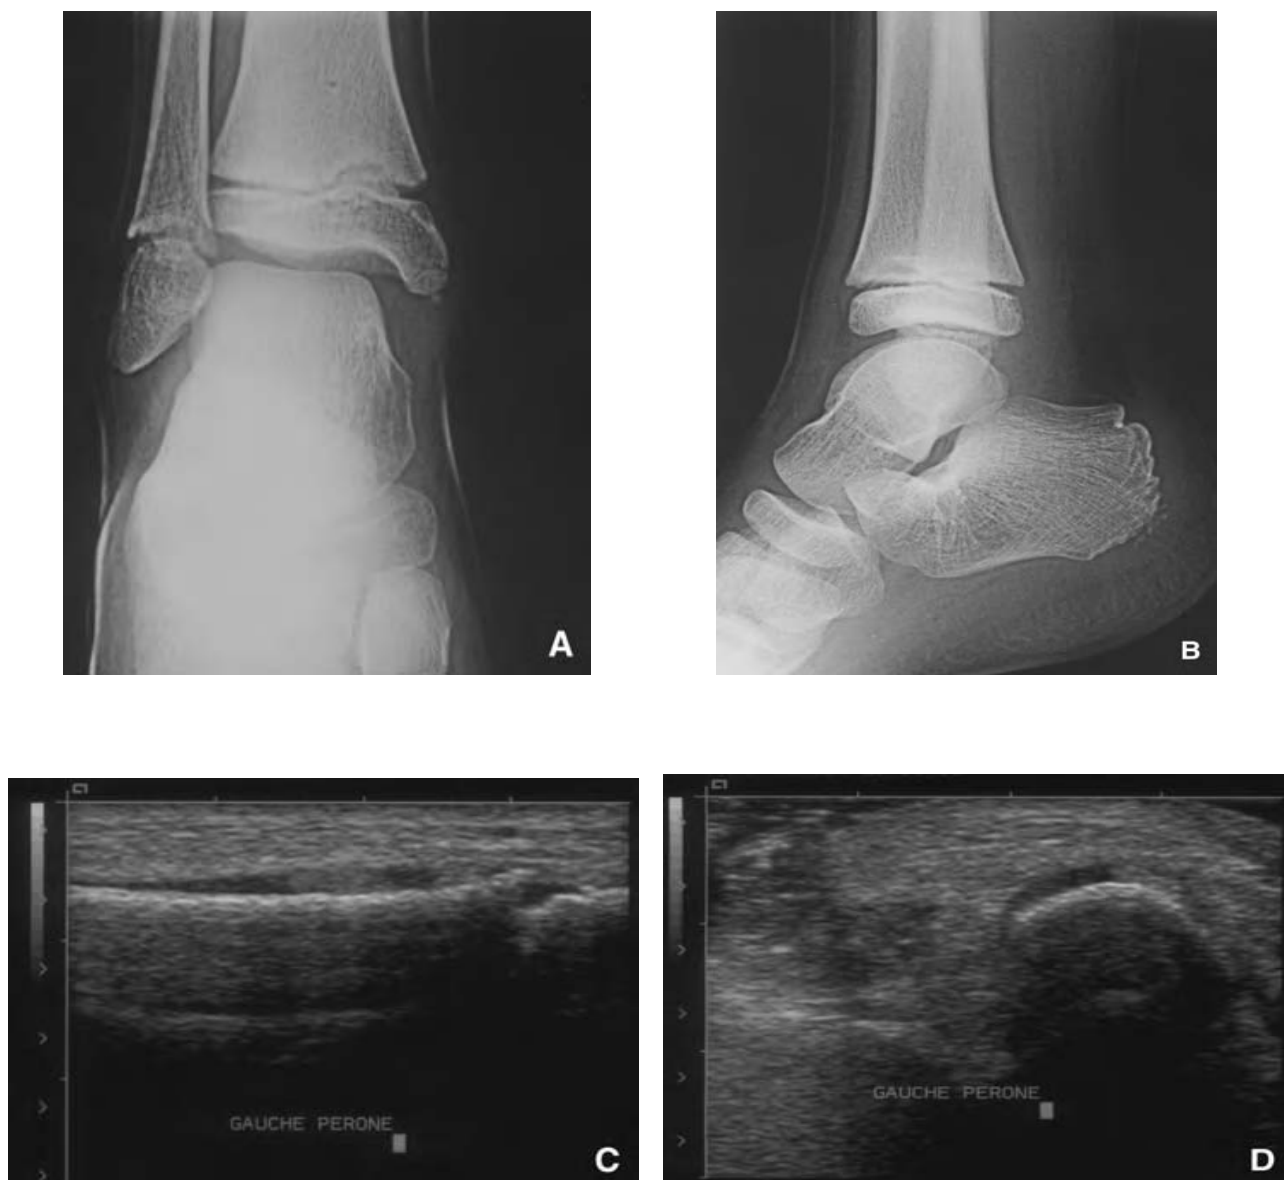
Jeune garçon, douleurs spontanées de la cheville droite depuis 5 jours, avec fièvre et syndrome inflammatoire biologique : les radiographies de la cheville de face (A) et de profil (B) sont normales ; l'échographie en coupe longitudinale (C) et
